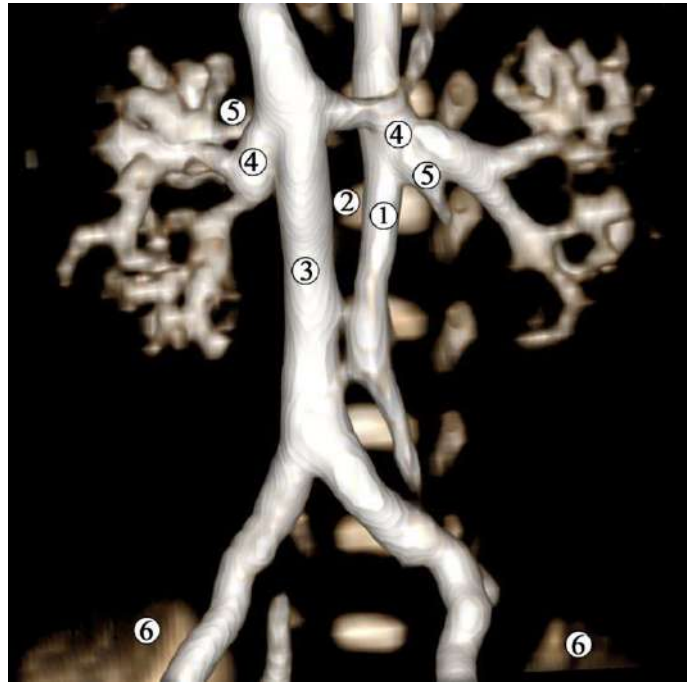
Комп'ютерна томограма 6-місячного плода людини 225,0 мм ТКД. Контрастування кровоносних судин. Передня проекція. Зб. x2:
